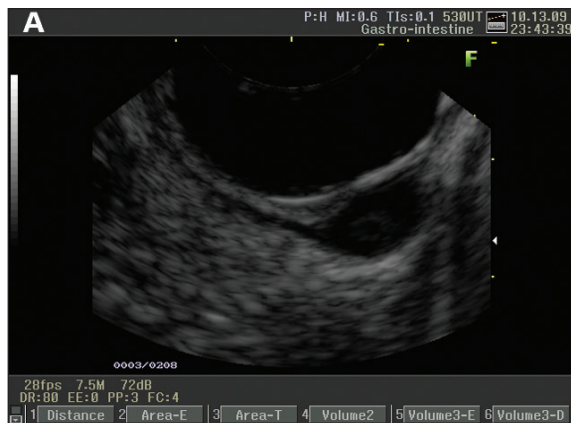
Evaluación endosonográfica de lesión subepitelial esofágica. A: Lesión hipocogénica bien delimitada de cuarta capa de pared esofágica. B: Ausencia de señal doppler intra o perilesional.
